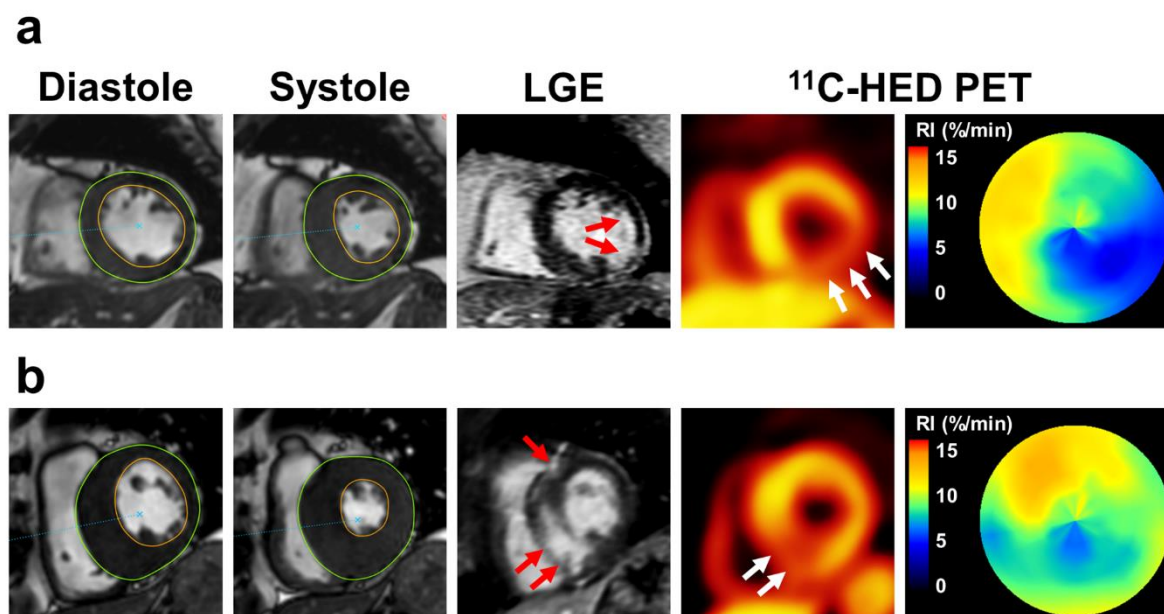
代表的な HFpEF の 2 症例における HED PET と心臓 MRI。a：陳旧性側壁梗塞後の 65 歳男性。左 2 枚のシネ画像では、収縮期（Systole）に下壁～側壁で壁運動が低下している。遅延造影（LGE）像では、壁運動低下部位に一致した心内膜下梗塞が見られる（赤矢印）。HED PET では、梗塞よりも広い範囲で集積が低下している（白矢印）。左室全体の RI の極座標表示では、下壁～側壁で局所低下している。b：肥大型心筋症の 65 歳男性。左 2 枚のシネ画像では、非対称性心室中隔肥大（拡張末期壁厚 24 mm）が見られる。LGE 像では、心室中隔右室接合部の中層に LGE 陽性心筋が見られる（赤矢印）。HED PET と左室全体の RI の極座標表示では、中隔～下壁で局所低下している。
